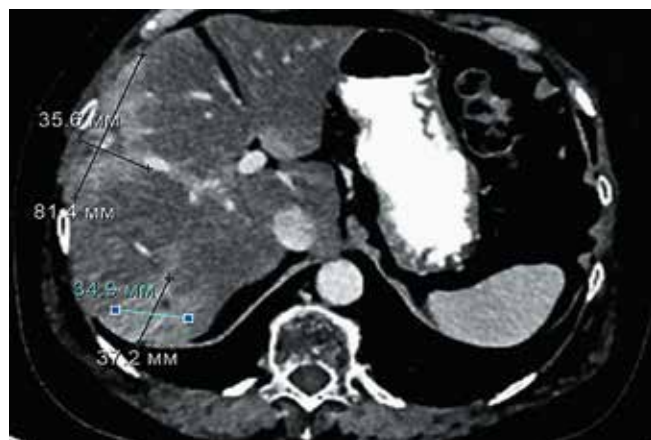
Пациентка 67 лет с метастатическим раком молочной железы. Компьютерная томография от 28.03.2024. Множественные мягкотканые новообразования правой и левой долей органа при относительно стабильном количестве характеризуются увеличением размеров, в том числе в виде конгломератной массы S4, S5 до 81 × 35 мм (ранее 70 × 24 мм), в наивысшей поддиафрагмальной части S7 — метастатический очаг до 14 × 10 мм (ранее 8 × 7 мм), очаги в S4a до 33 × 19 мм (ранее 19,0 × 15,5 мм) у парietальной поверхности, в S6 — очаги до 37 × 33 мм (ранее 27 × 19 мм)
